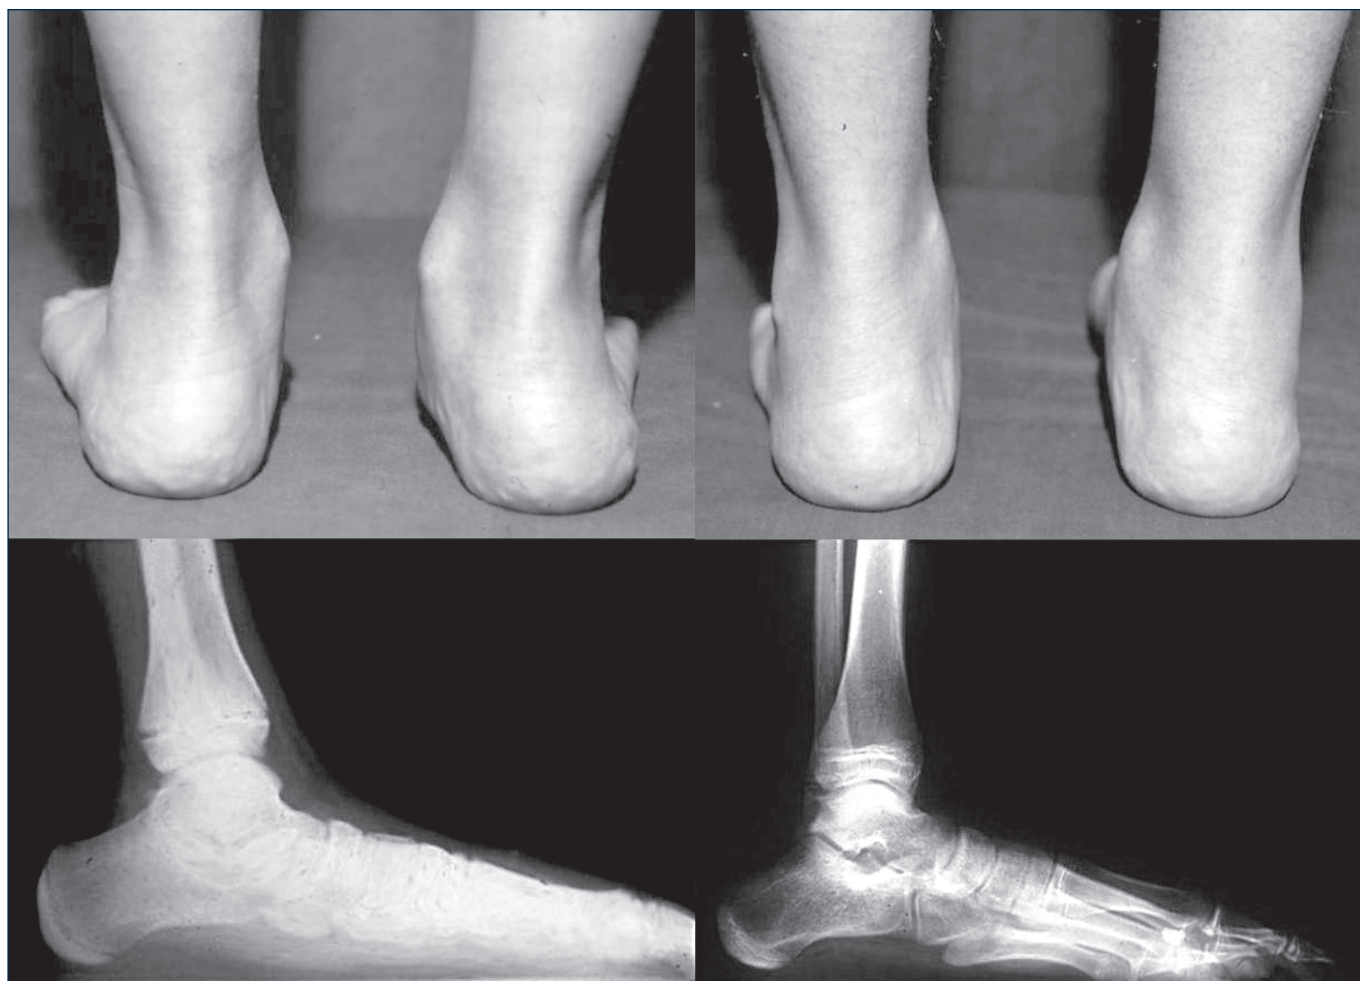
Maschio anni 11. Aspetto clinico e radiografico preoperatorio e dopo 4 anni dall'intervento di artroresi della sottoastraglica mediante protesi riassorbibile.
